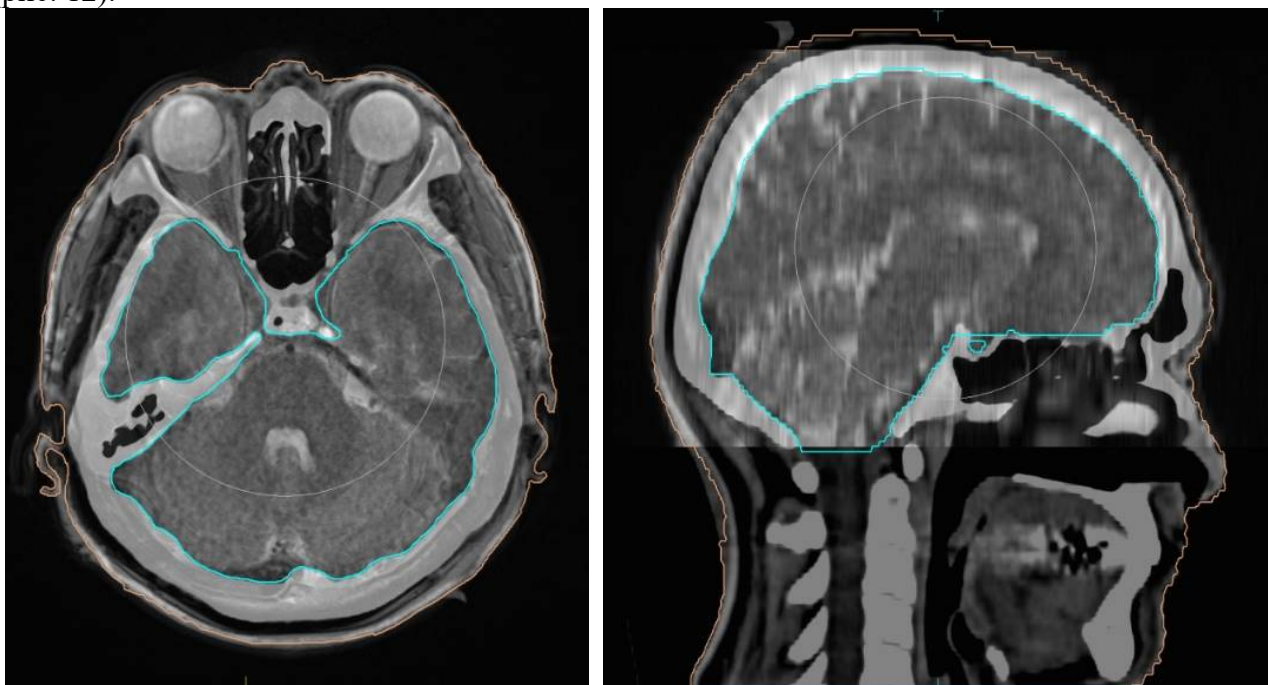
Слияние изображений, полученных при КТ- и МРТ исследованиях (fusion).
